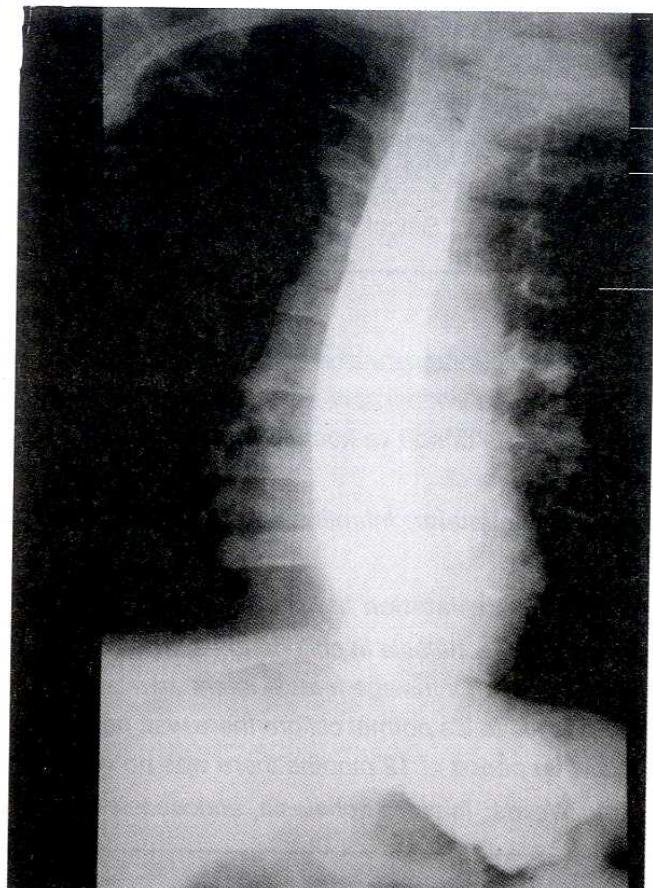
Baryumlu grafide dilate olmuş özofagus.
